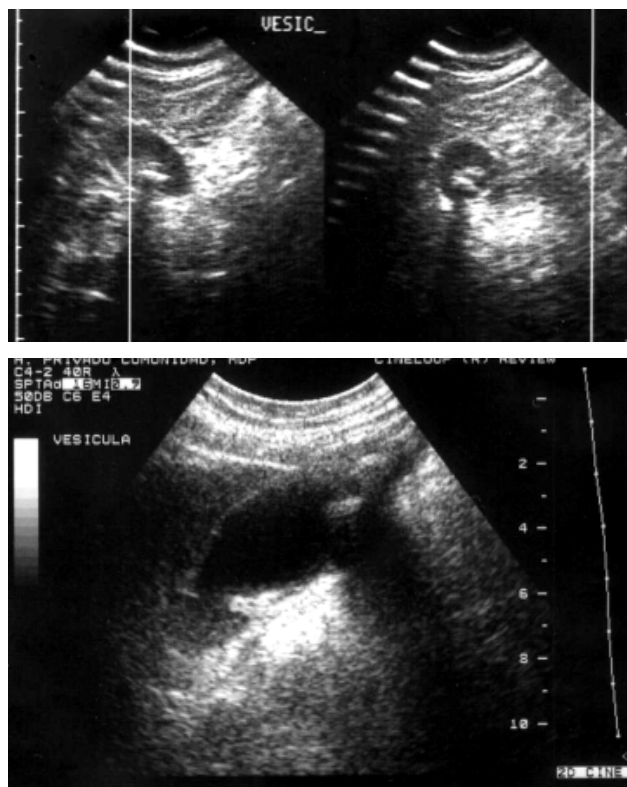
(a y b). Ecografía hepatobiliar: Vesícula de paredes finas con dos imágenes ecogénicas en su interior que producen sombra acústica posterior compatible con litiasis.
